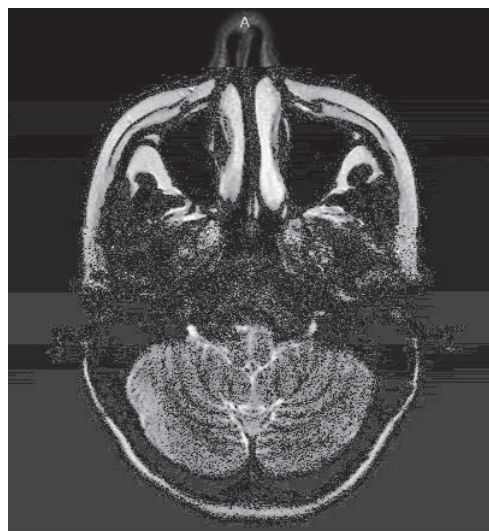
МРТ головного мозга, аксиальный срез, T2-взвешенное изображение. Гиперинтенсивный очаг $10,0 \times 2,5$ мм (стрелка) в продолговатом мозге
